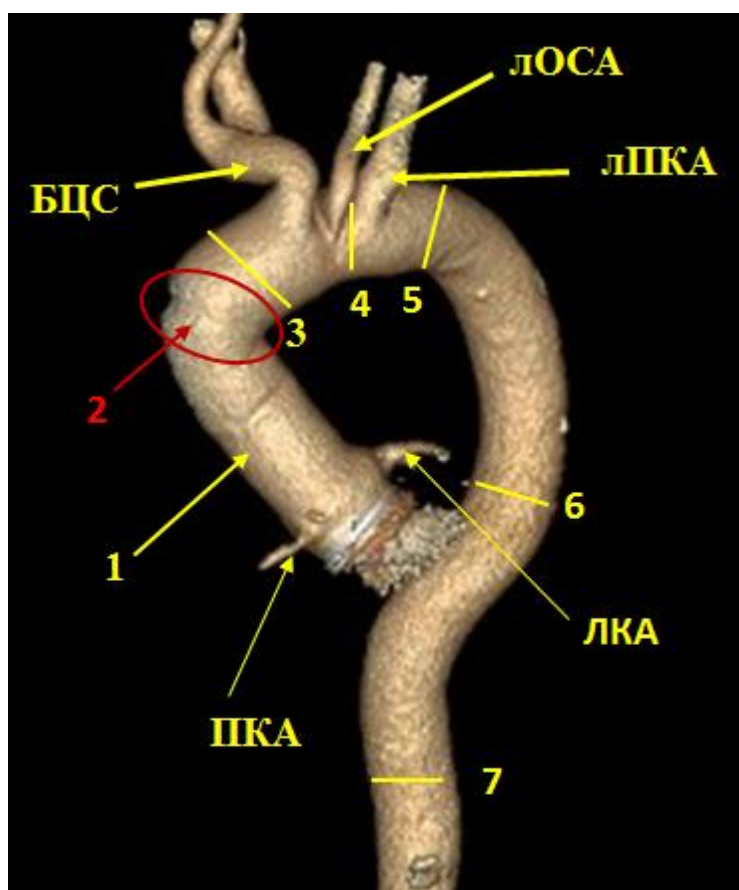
МСКТ-аортография пациента М., трехмерная реконструкция. Состояние после операции процедуры Bentall-DeVono: 1 – протез восходящей аорты; 2 – дистальный аортальный анастомоз; 3 – проксимальная часть дуги аорты; 4 – дуга аорты; 5 – перешеек аорты; 6 – средняя часть нисходящей аорты; 7 – на уровне диафрагмы. БЦС – брахиоцефальный ствол; ЛОСА – левая общая сонная артерия; ЛПКА – левая подключичная артерия; ПКА – правая коронарная артерия; ЛКА – левая коронарная артерия
